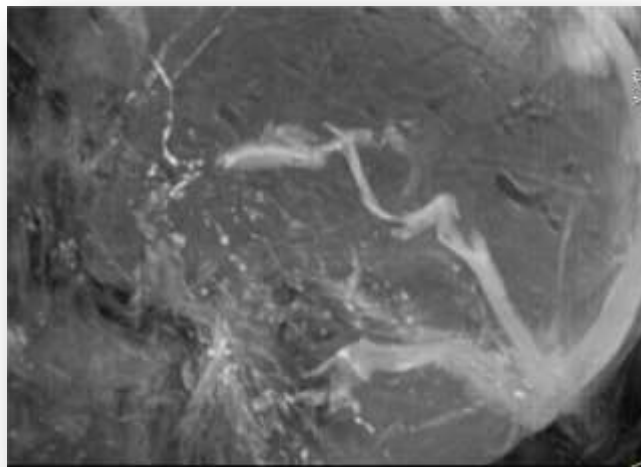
Reformatação multiplanar sagital em MIP de espessura fina de uma sequência em angio RM para sangue venoso. (Fonte: Autor)
